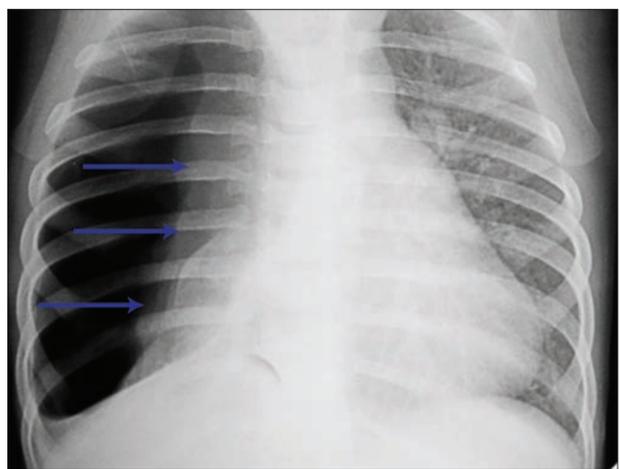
Рентгенологическая картина спонтанного пневмоторакса справа (наличие абсолютных показаний к дренированию плевральной полости)
